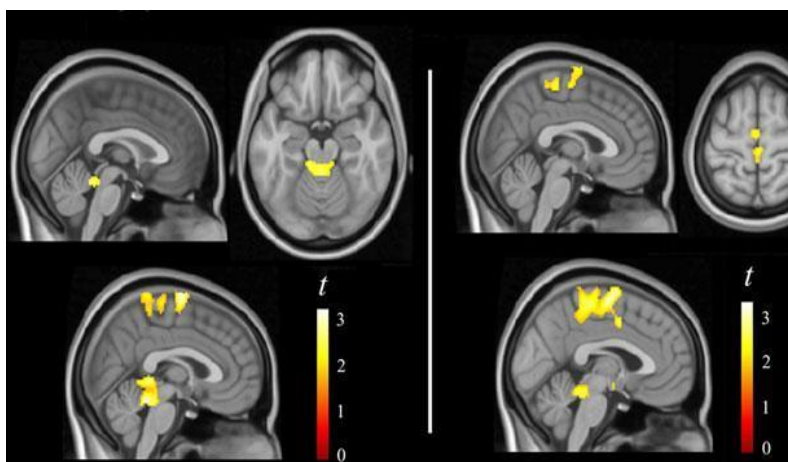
Imagen Resonancia Magnética. Datos obtenidos de Diario Médico (2015, p.2)
